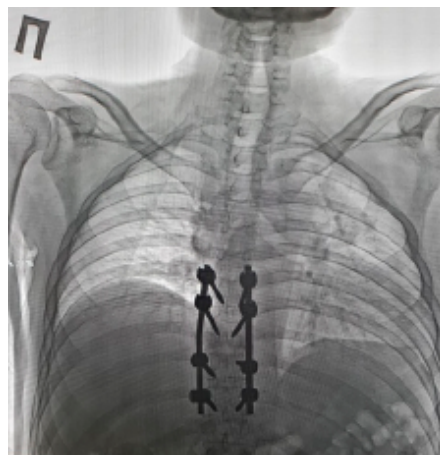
Рентгенограмма позвоночника после стабилизации Th7-Th10.
